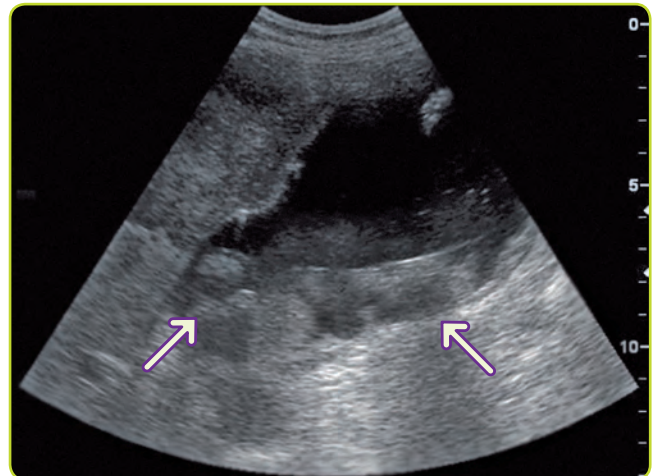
Cáncer de vesícula biliar visto por ecografía.
